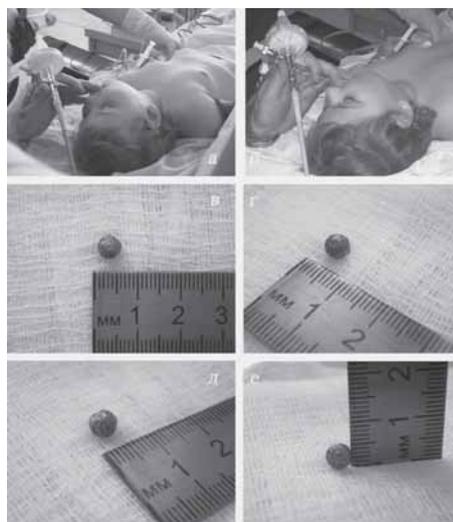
а, б – верхняя ригидная трахеобронхоскопия; в, г, д, е – рыболовное грузило, удаленное из правого главного бронха ребенка А., 2006 года рождения.
